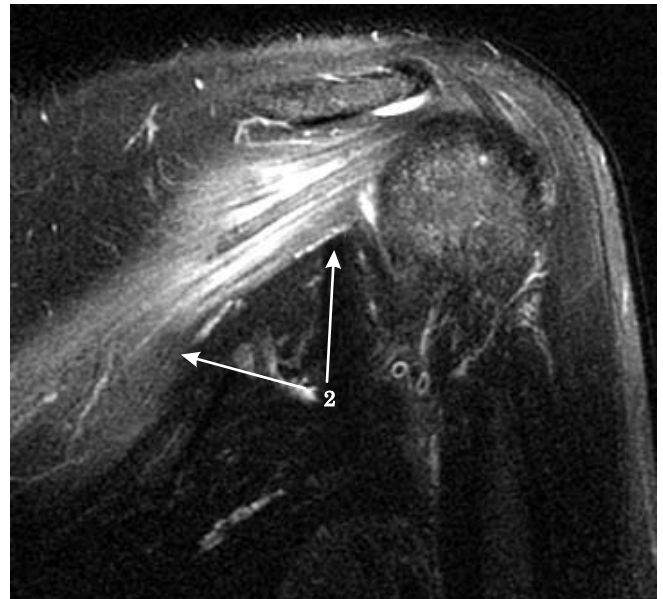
RM corte sagital en DpFs a nivel de la glenoides en donde se observa hiperintensidad miofibrilar difusa y homogénea selectiva de los músculos supraespinoso (flecha 1) e infraespinoso (flecha 2).
